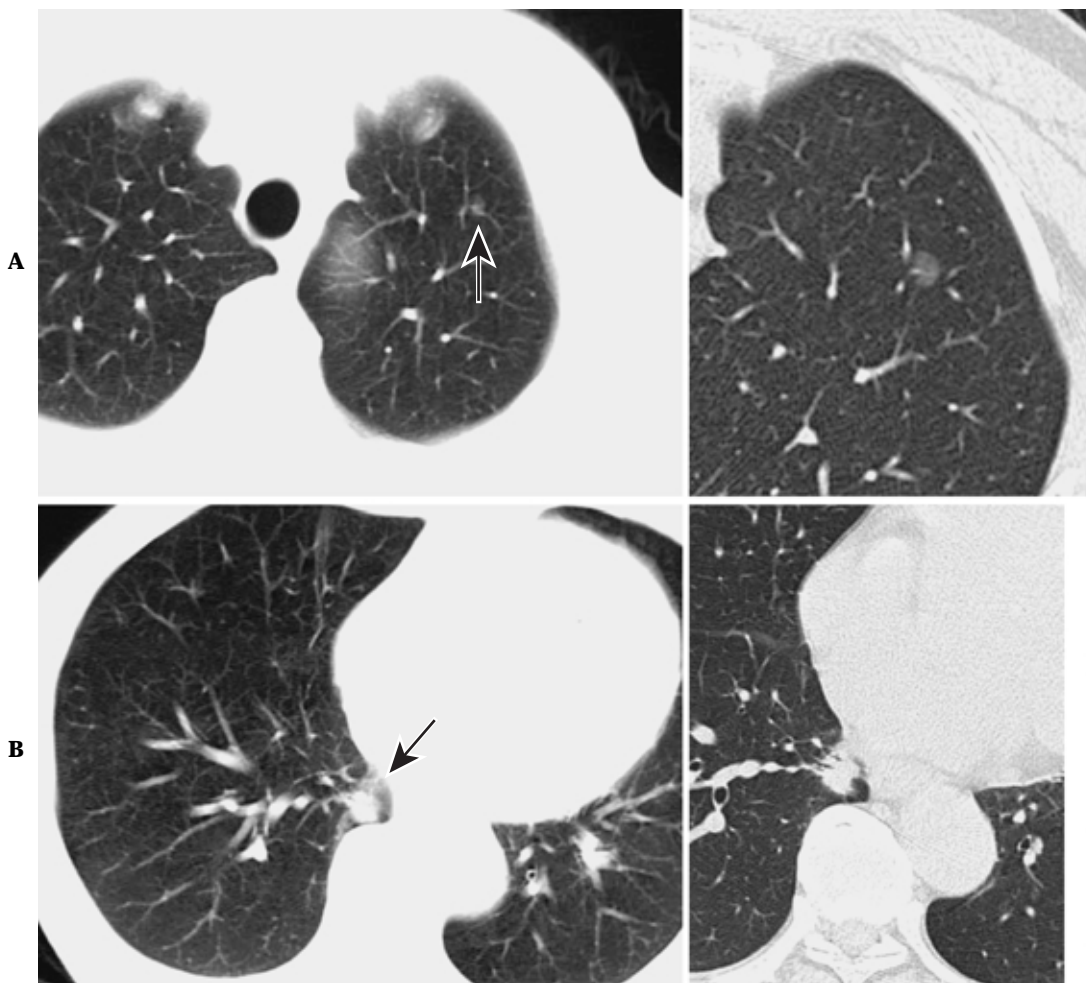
Multiple lung cancers. Conventional and high-resolution CT show a small nodule with ground-glass attenuation in the left upper lobe (A) and a nodule with soft-tissue attenuation in the right lower lung (B). One of the reasons for failure to detect a lung cancer is major distracting findings present elsewhere in the thorax (satisfaction-of-search observer error). The nodules located immediately adjacent to the mediastinum or hilum may be overlooked.
